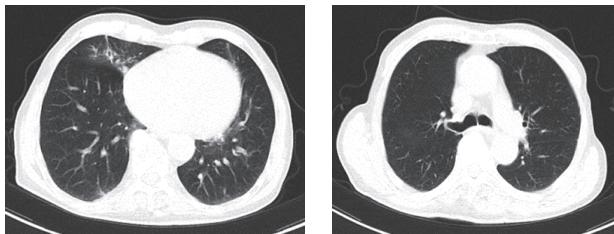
A, B 患者 B の入院時の胸部 CT 画像
